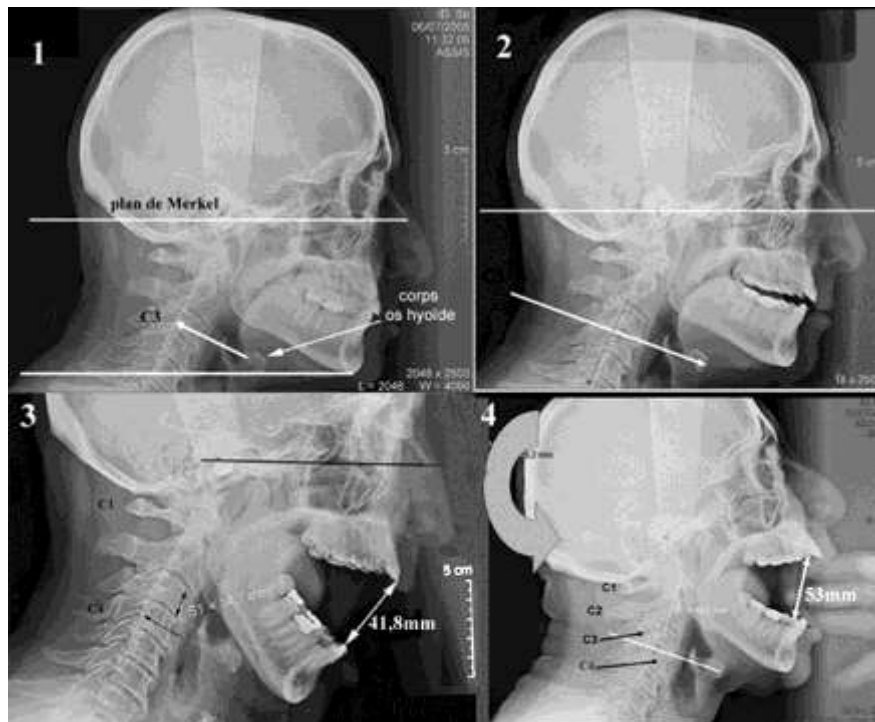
Téléradiographies de la tête humaine, en vue latérale, montrant, sur le même sujet, les déplacements de l'os hyoïde au cours de l'ouverture de la bouche (cliché J.Granat)
